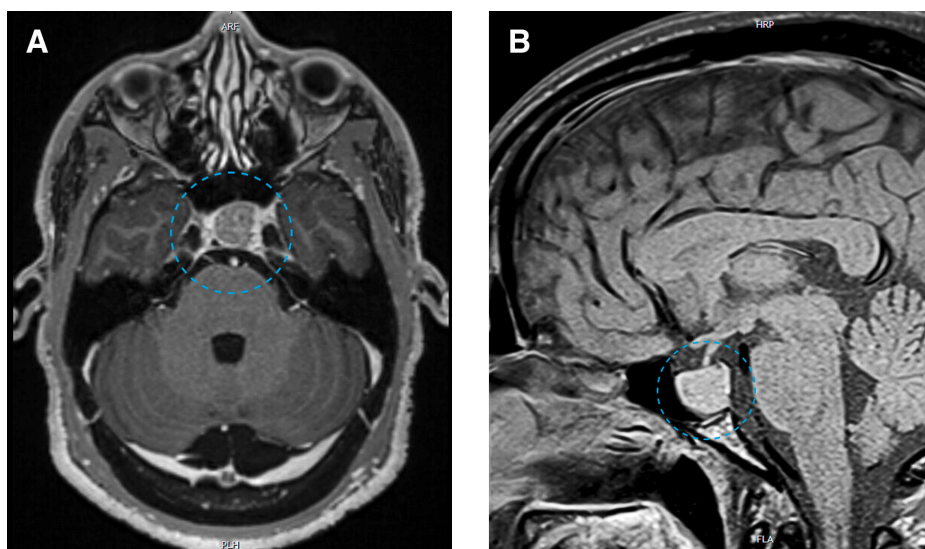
Magnetresonanztomogramm des Gehirns, T1-Gewichtung nach Kontrastmittelinjektion, im Axialschnitt (A) und Sagittalschnitt (B), die das 19 x 19 mm grosse hypophysäre Makroadenom mit Verdacht auf intrakavernöse Ausdehnung zeigen (Kreuz).
